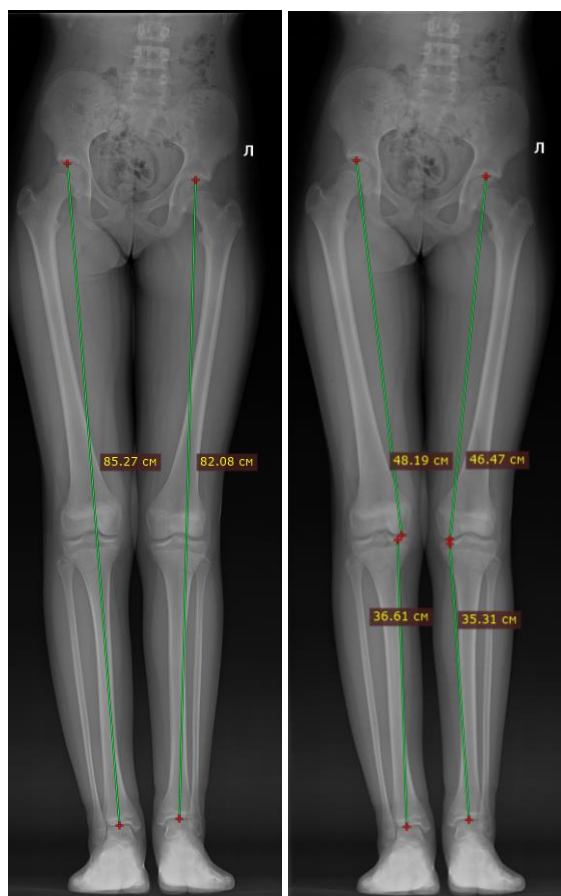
Измерение длины нижних конечностей на постуральной рентгенограмме
